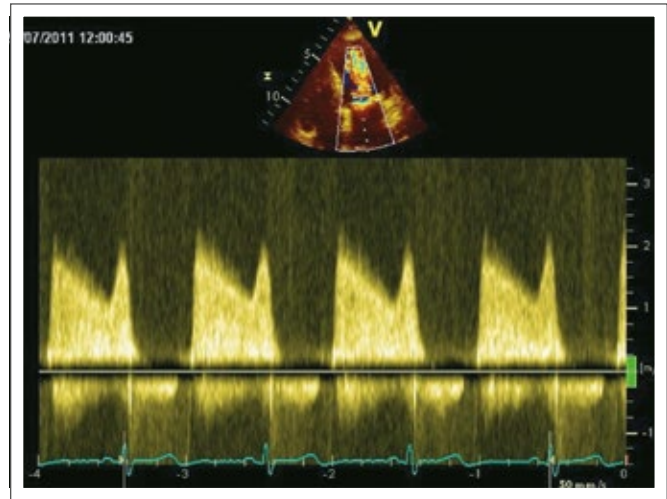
CW-Doppler: Mitralklappenstenose
